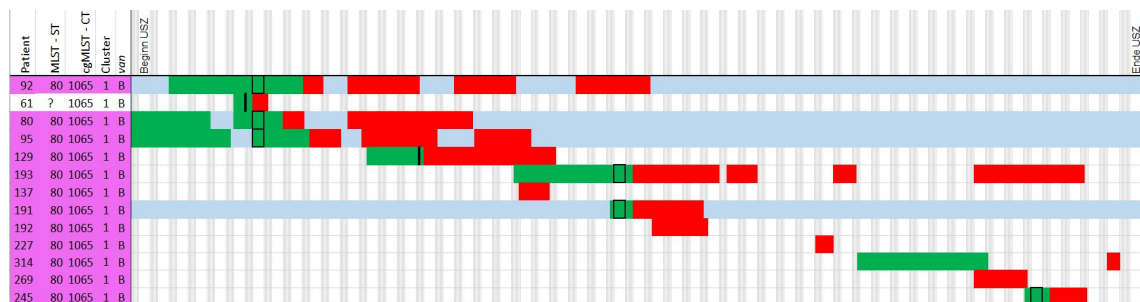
Ausschnitt der Linelist der Station 21 mit Nachweis des VRE ST80 / CT1065 (n = 13). Diese traten gehäuft bis Mitte des Untersuchungszeitraums auf. Anhand des WGS nachgewiesene Transmissionen sind blau eingefärbt (n = 4). Negative Screeningergebnisse sind schwarz umrandet.
